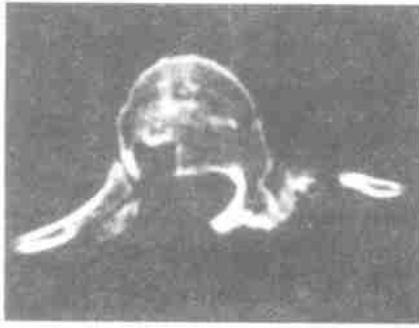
CT 片显示减压术后椎管横径部分减压 (< 1/2 横径)
